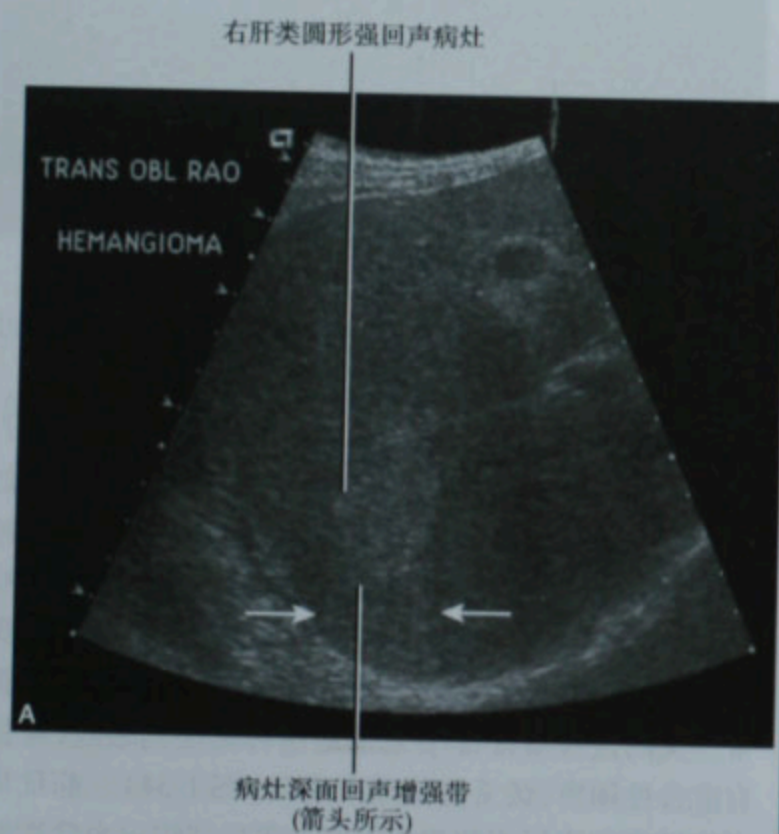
肝内小的(A)和大的(B)海绵状血管瘤的超声表现
